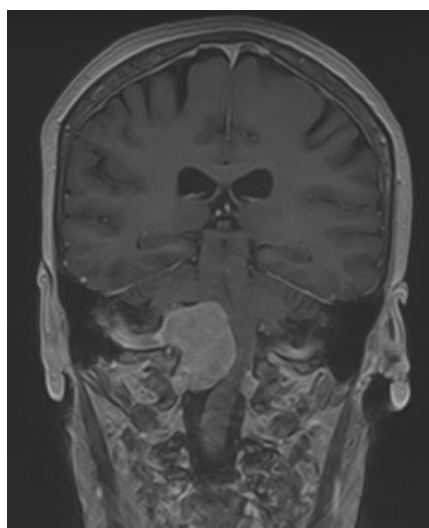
МРТ головного мозга до оперативного вмешательства: МОКВП справа размерами 30 x 45 x 25 мм
